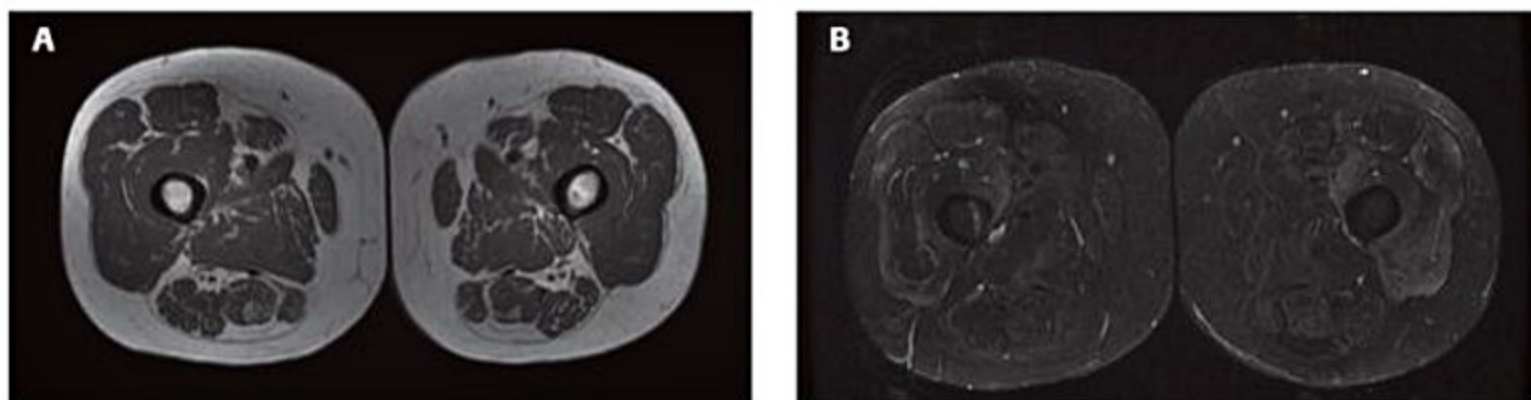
Ressonância magnética do terço médio das coxas em um corte transversal. (A) Imagem em T1. (B) Imagem em STIR, ilustrando intensa área de inflamação/edema.
